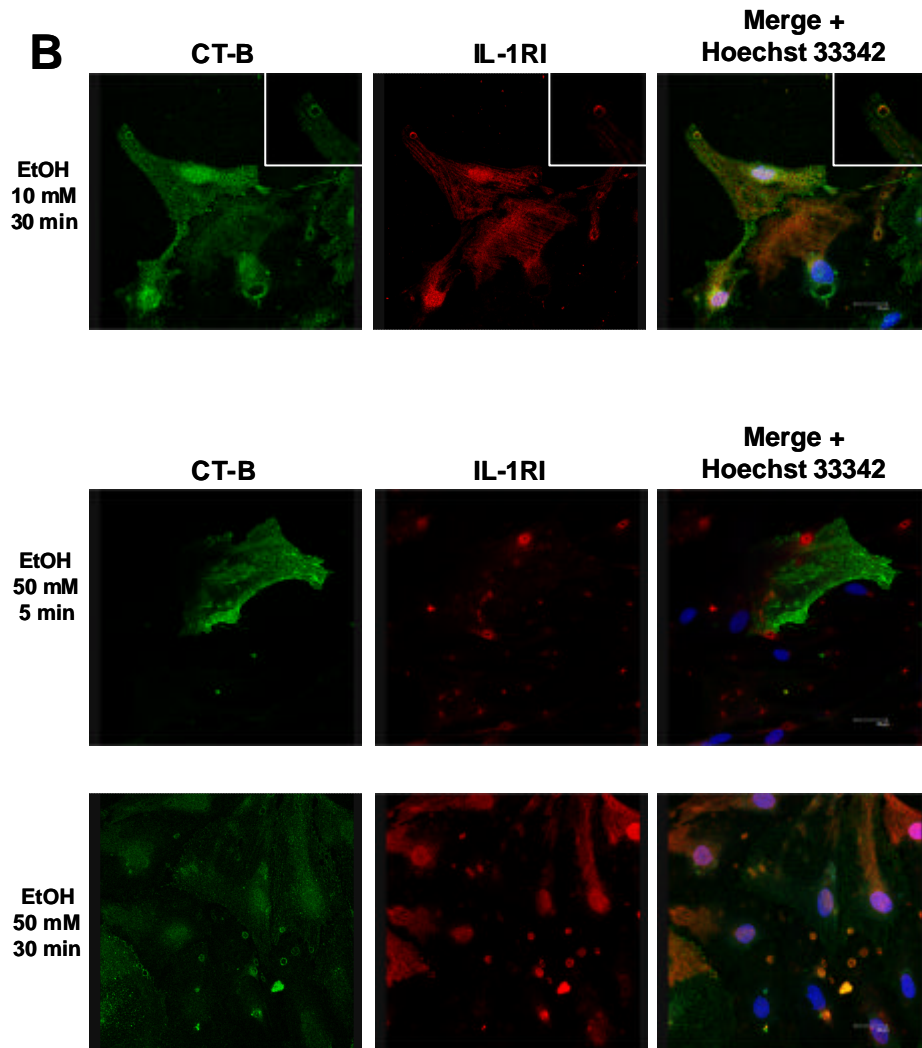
El tratamiento con IL-1 β o etanol provoca la endocitosis de IL-1RI a través de la asociación de vesículas caveolares a endosomas de gran tamaño. Los astrocitos se sembraron en cubres de 16 mm y se trataron con IL-1 β (A) o etanol (10 y 50 mM) (B) durante 5, 10 y 30 min. Posteriormente, las células se incubaron con CT-B (toxina colérica B) (verde) y anti-IL-1RI (rojo), y Hoechst 33342 (azul) (barra de calibración=30 y 10 μ m).
